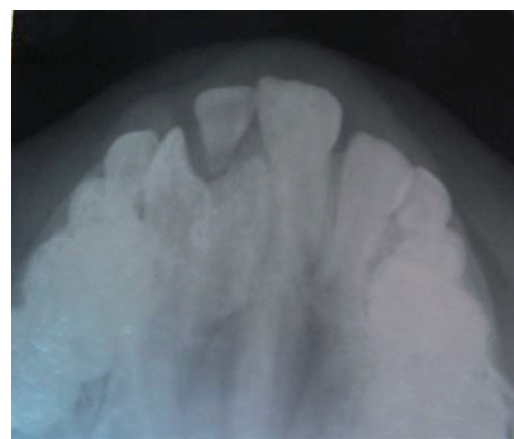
Radiografia oclusal após traumatismo.
